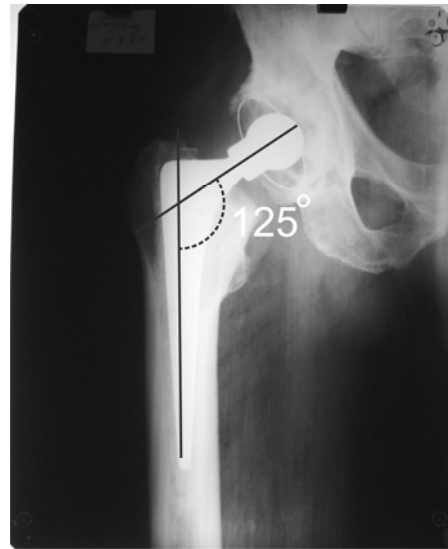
Рентгенограма правого кульшового суглоба хворої Г. через 12 місяців після тотального цементного ендопротезування запропонованою конструкцією
